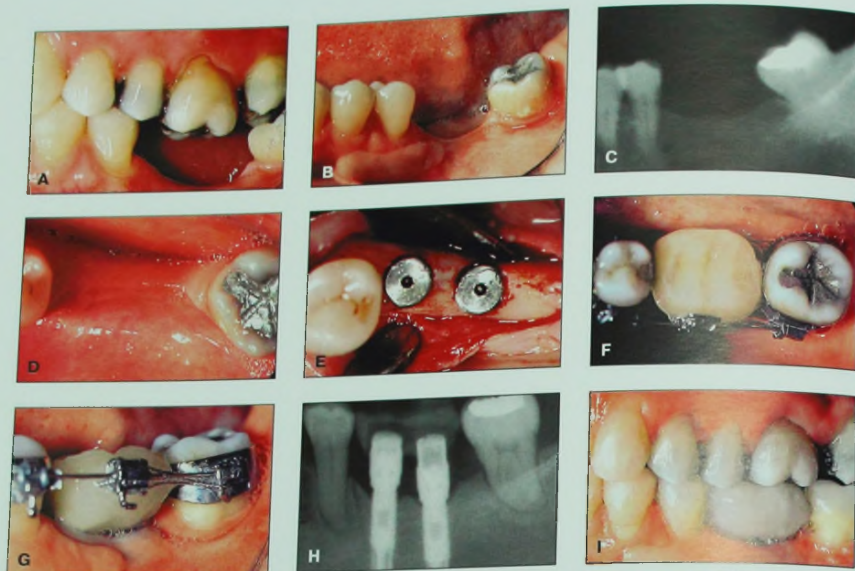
А. Нижние левые первый и второй моляры у этой взрослой пациентки были удалены из-за осложненного кариеса. Отмечается экзрузия верхнего первого моляра. В-Д. Кроме того, наблюдается мезиальный наклон нижнего левого третьего моляра. Е. План лечения состоял в фиксации двух премолярных имплантатов для замещения отсутствующих зубов. Эти имплантаты также будут использоваться в качестве опоры для ортодонтической коррекции наклона третьего моляра и перемещения его коронки (F и G) и корня (H) мезиально. I. Благодаря использованию ортопедических имплантатов в качестве опоры для ортодонтического перемещения была сохранена нормальная окклюзия. После этого на имплантаты была зафиксирована коронка, обеспечивающая окклюзионный контакт для верхнего левого первого моляра.
